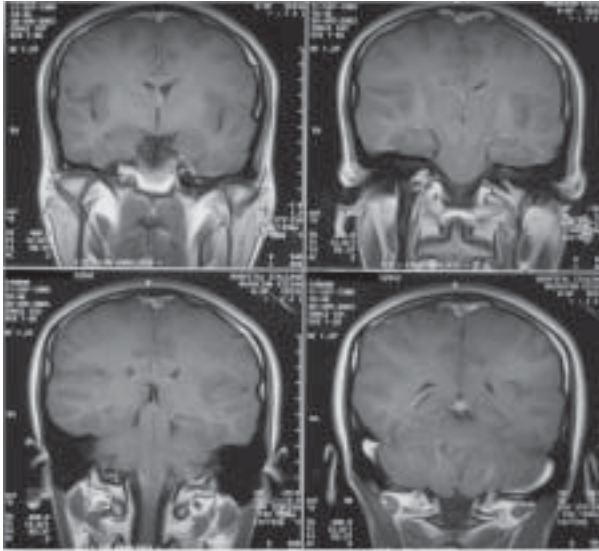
Resonancia magnética (RM) de encéfalo con gadolinio que muestra realce difuso de las meninges a nivel de la convexidad.
